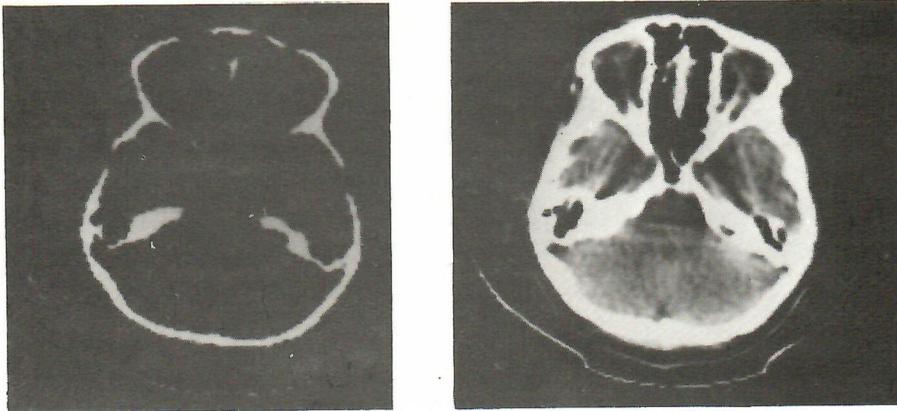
Tomografia Assiale Computerizzata (basale): (ampliamento del meato acustico interno di destra, ben evidenziato con i settings per l'osso, compatibile con un neurinoma dell'VIII nervo cranico.
